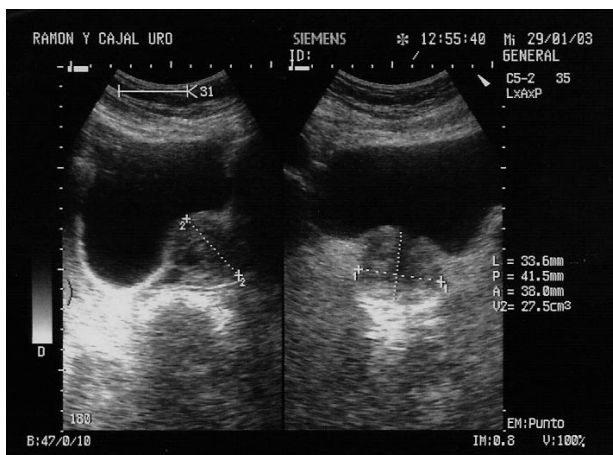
Ecografía abdominal: sección longitudinal (izquierda) y transversal (derecha). Hipertrofia prostática benigna, medidas anteroposterior (L), transversal (P) y longitudinal (A).
